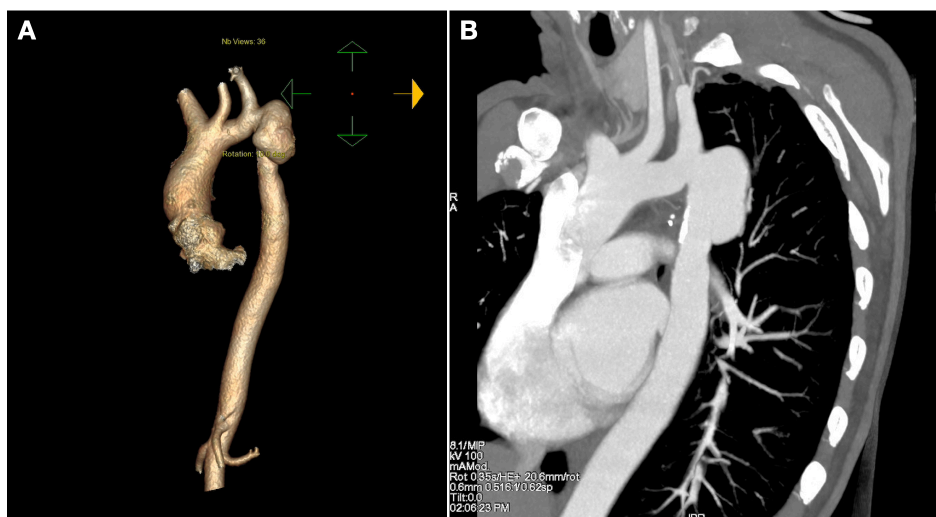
Imágenes de TAC de aneurisma de unos 3,5 cm en paciente sometida a cirugía de Coartación tipo T-T y posterior angioplastia con balón por recoartación.
